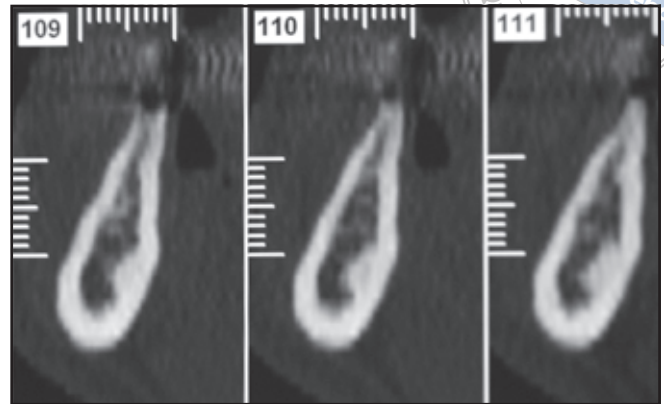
CT-Schnitte zeigen die starke horizontale Resorption.
